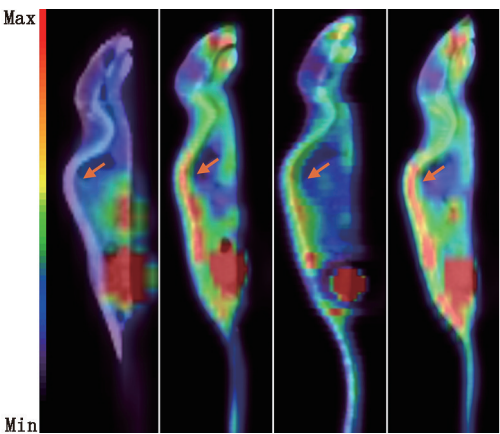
各组小鼠¹⁸F-成纤维细胞激活蛋白抑制剂(FAPI)PET/CT融合图像 从左至右依次为对照组、EAE模型组、吡非尼酮(PFD)干预组、甲氨蝶呤(MTX)干预组小鼠;EAE模型组脊髓摄取最高,PFD干预组脊髓摄取较MTX干预组降低更显著,箭头示ROI
